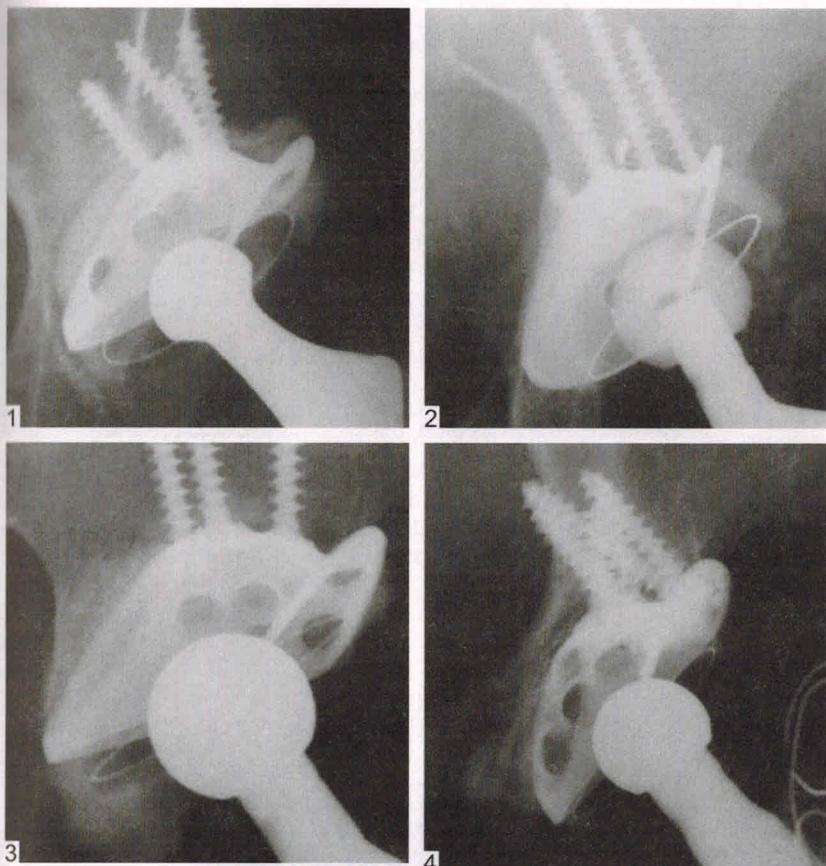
Фрагменты (1—8) рентгенограмм тазобедренных суставов оперированных больных с различным расположением опорного кольца Мюллера.
